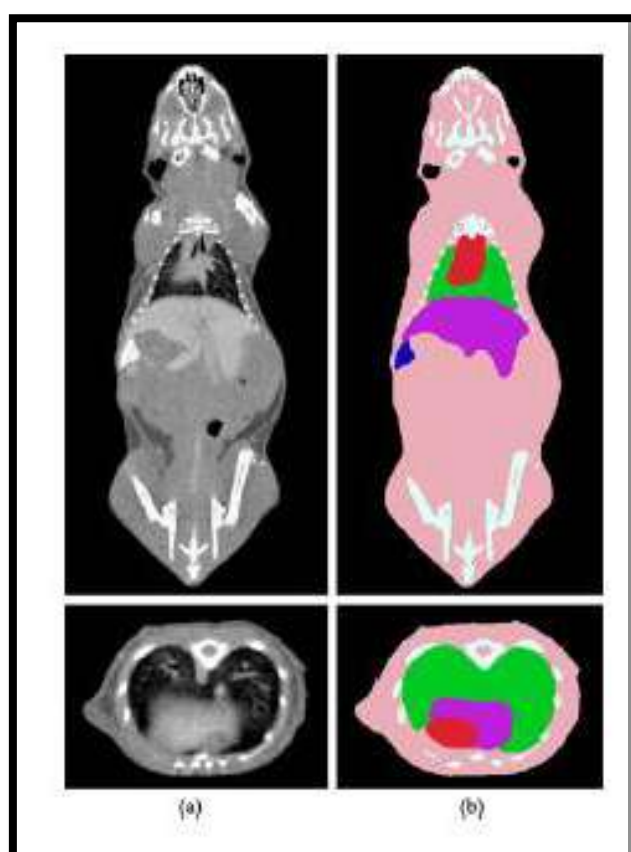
Modelo voxelizado a) Imagens dos cortes coronais e transversais de Micro CT; b) Simulador voxelizado nos cortes coronais e transversais (ZHANG *et al*, 2009a).
